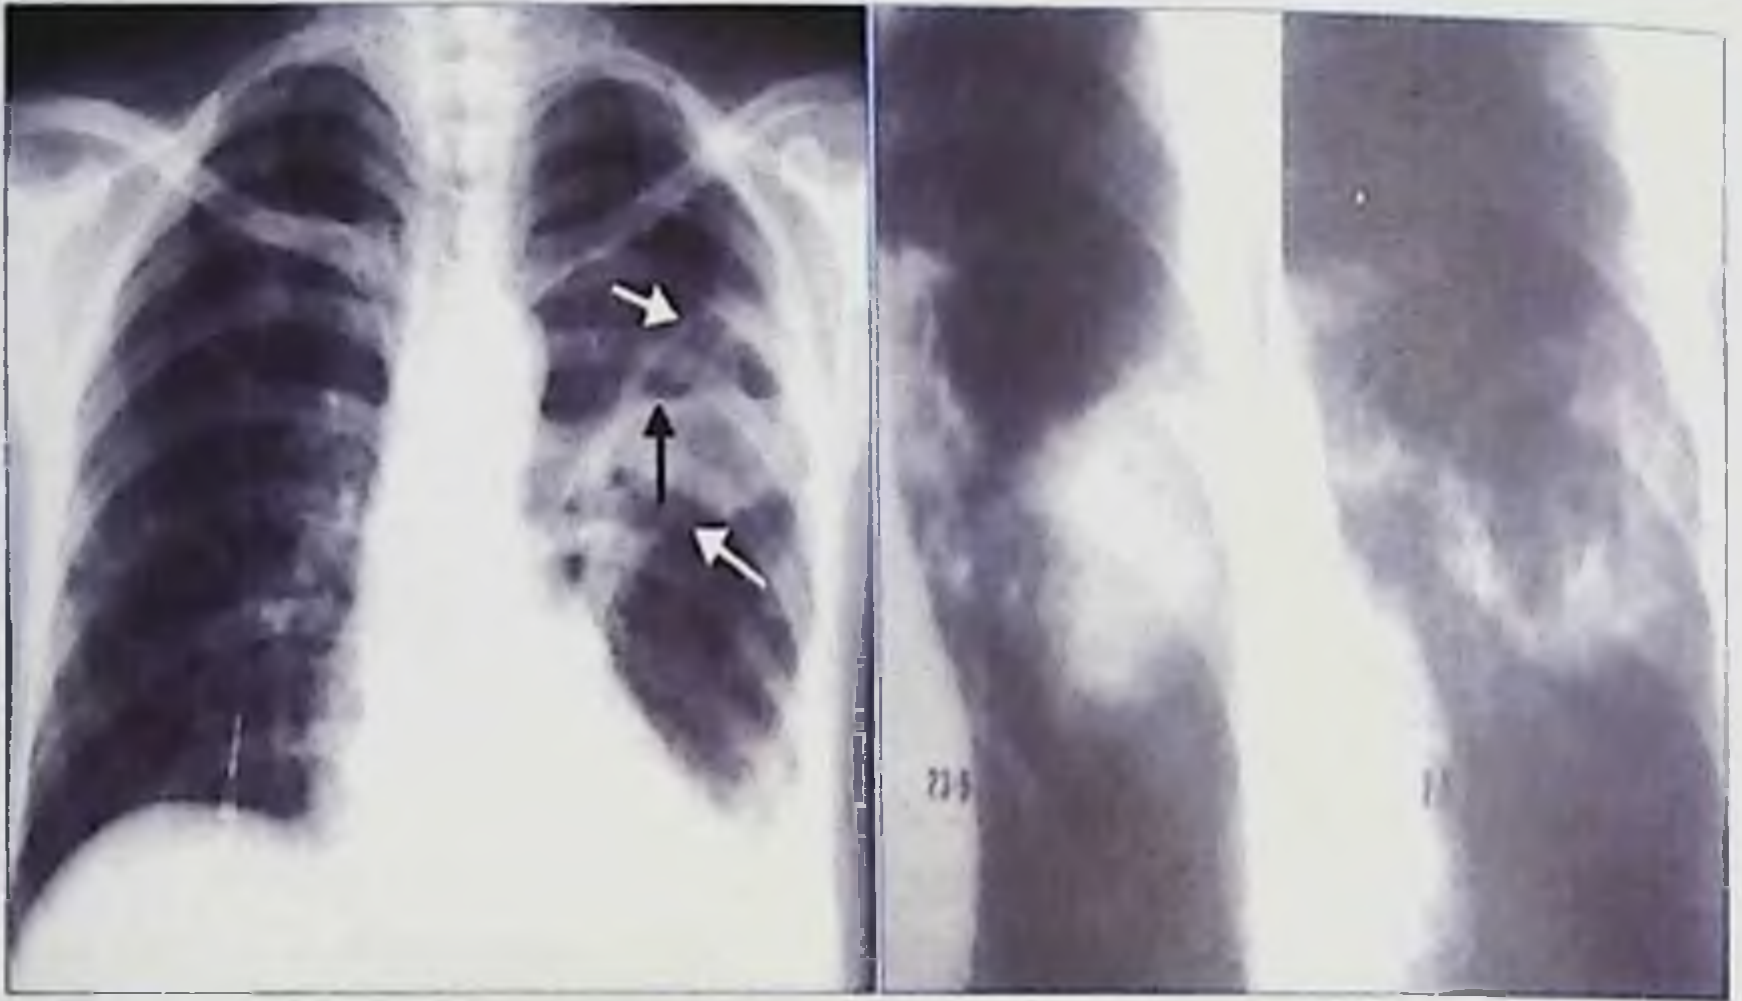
Абсцедирующая пневмония. КТ – наиболее показательный метод исследования при деструктивных пневмониях
